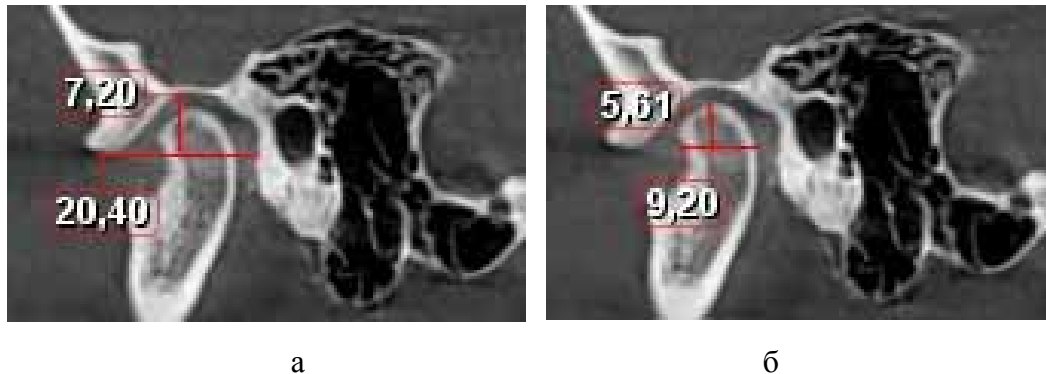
Томограммы височно-нижнечелюстного сустава слева с размерами суставной ямки (а) и суставной головки (б)
